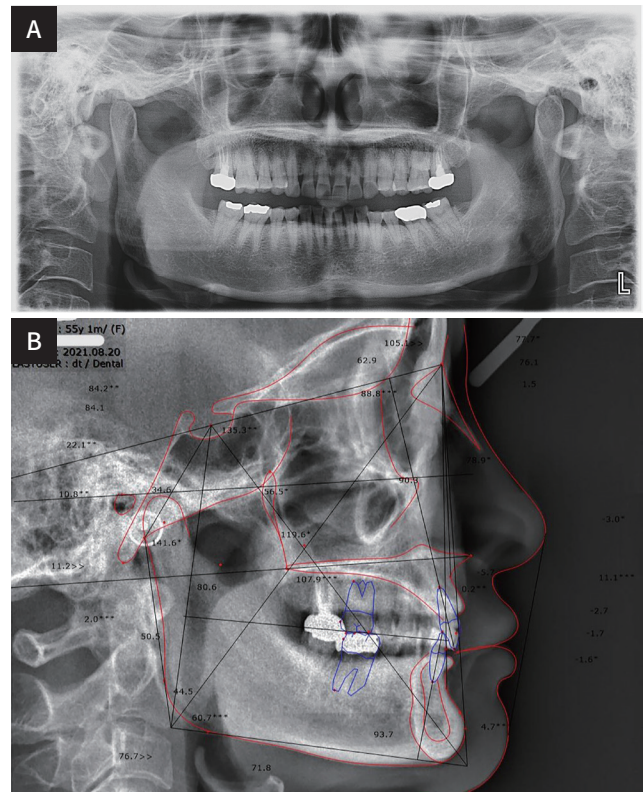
(A) Pre-operative radiograph, Panoramic view, (B) Lateral cephalography and tracing.
